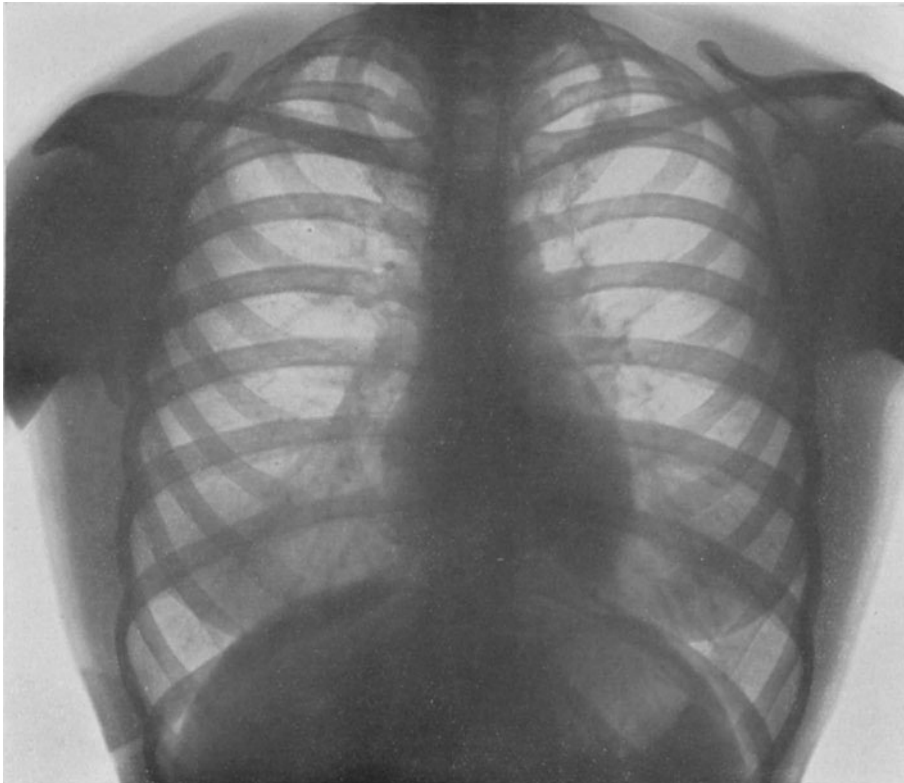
Abgesehen von den meist gesehenen kleinen Verdichtungen im Hilus zeigt dieses dorso-ventrale Röntgenogramm einer 37jährigen Frau normale Verhältnisse. Die Brustorgane sind derart dargestellt, wie sie beim Einblick von vorne her in dem Brustraum der uns gegenüberstehenden Frau erscheinen würden: die rechte Seite der Untersuchten steht der linken des Beschauers gegenüber. Man erkennt deutlich die supraklavikulären Hautfalten als Begleitschatten der Schlüsselbeine und die nach unten konvexen Mammascatten, im übrigen alle beschriebenen röntgenologischen Erscheinungsformen darstellbarer Thoraxgebilde.
